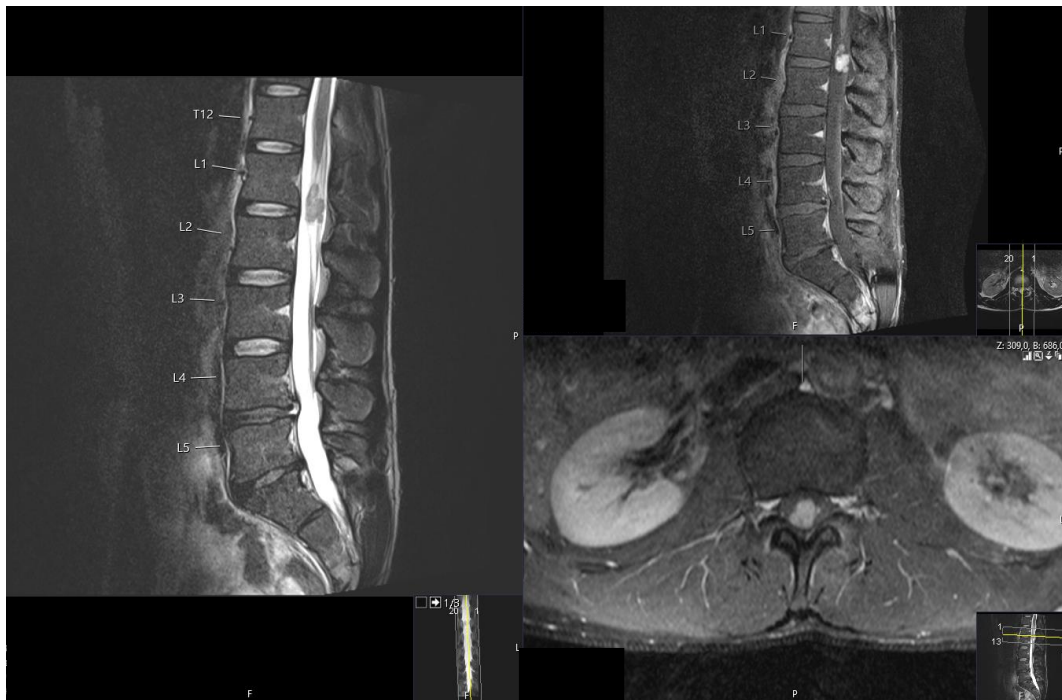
MRT-Bild eines Filum terminale Ependyoms WHO-Grad I
